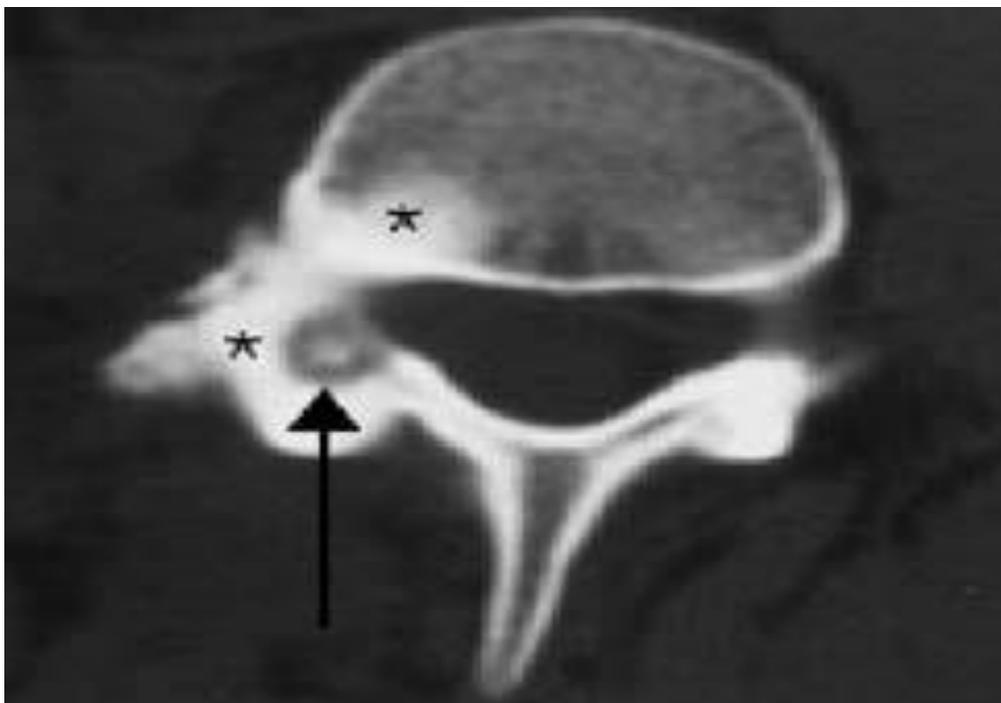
TDM, coupe transverse objectivant un ostéome ostéoïde [6].
